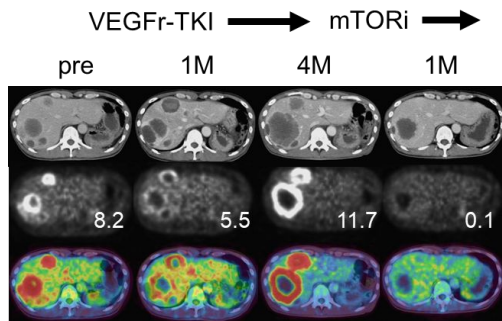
VEGFr-TKI治療に対して抵抗性を示した症例におけるTOR阻害剤によるFDG集積の低下
